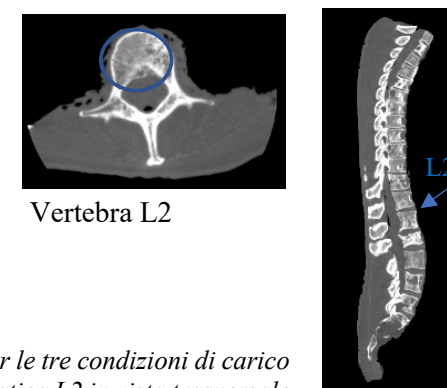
Provino #775, tratto T12-L3: a sinistra il SINS relativo alla vertebra metastatica L2; al centro la mappa di deformazioni per le tre condizioni di carico del segmento vertebrale: 0.5 BW, 1 BW, 1.5 BW e relativa scala di riferimento; a destra le immagini CT relative alla vertebra metastatica L2 in vista trasversale e dell'intero segmento in vista laterale.
